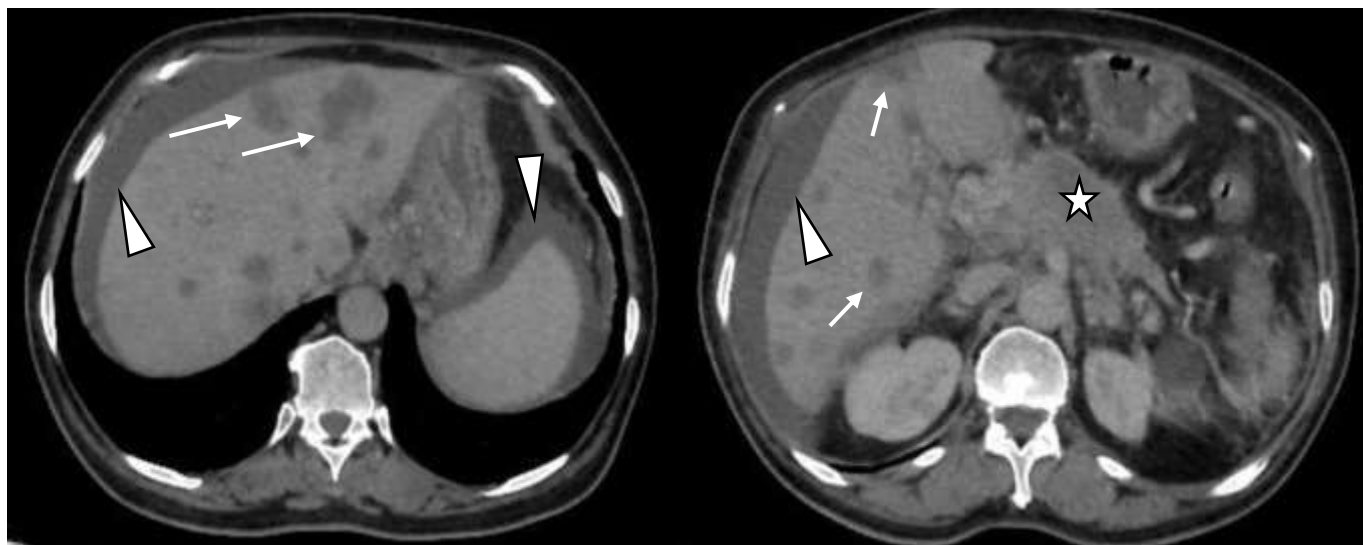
TDM abdominale en coupes axiales sans injection du PDC d'une tumeur maligne métastatique du pancréas :
